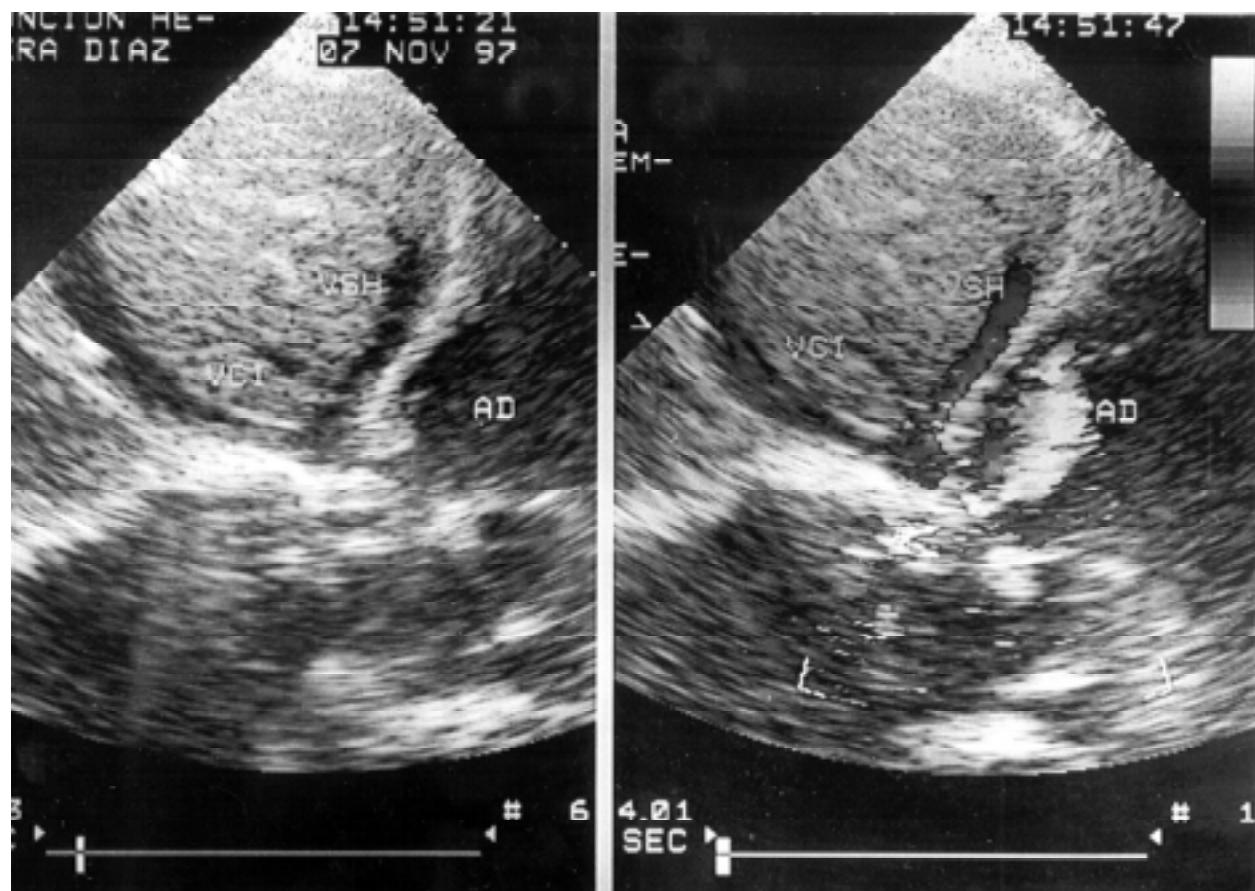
Ecocardiograma con Doppler color, en aproximación subcostal visualizándose drenaje de la vena cava inferior en la aurícula derecha postecirugía.
